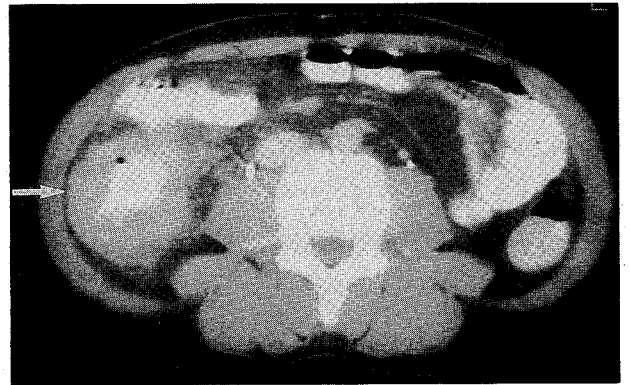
Contrast-enhanced CT scan shows a marked, segmental, irregularly lobulated and circumferential wall thickening in the cecum. Massive pericolic infiltration is associated, appearing with enlarged lymph nodes (Arrow).
